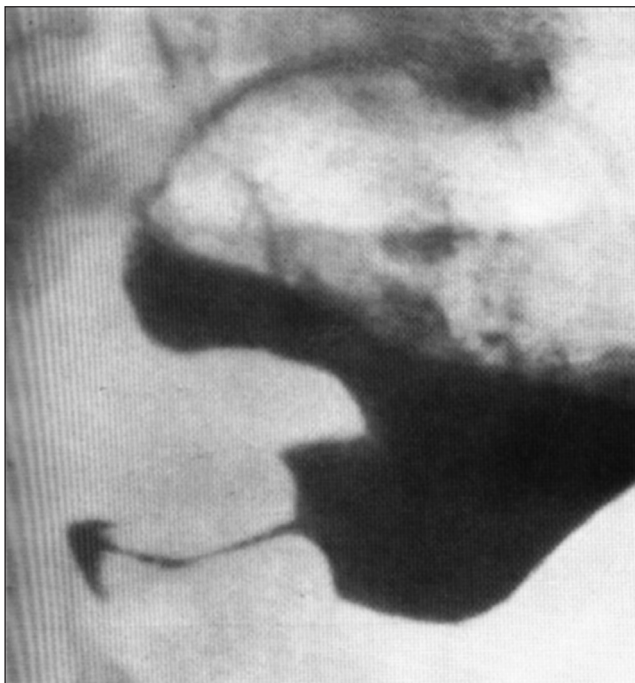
Врожденный пилоростеноз. Рентгенологическое исследование
